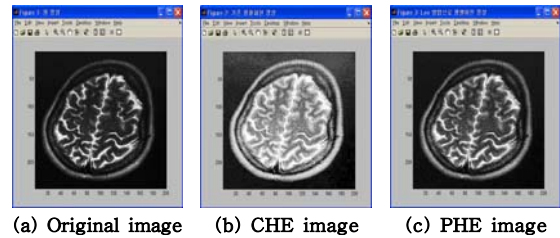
Histogram equalization results of 200×247 pixels MRI-brain medical image.
